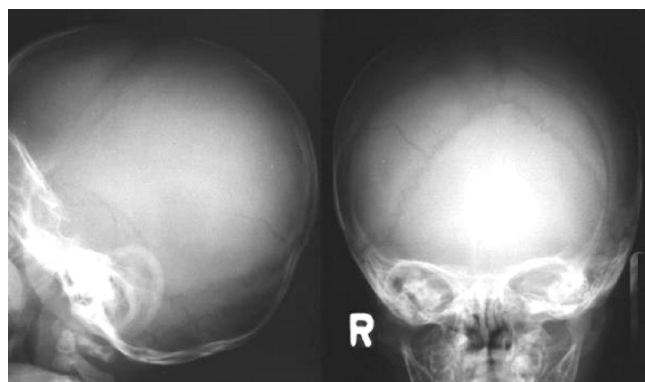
Radiographic images of the skull of an 8-month-old girl with multiple fractures. The images show the skull from different angles, highlighting the fractures. The text is in Persian: رادیوگرافی رخ و نیم رخ مجسمه دختر شیرخوار ۸ ماهه که شکستگی‌های متعدد خطی را نشان می‌دهد.
